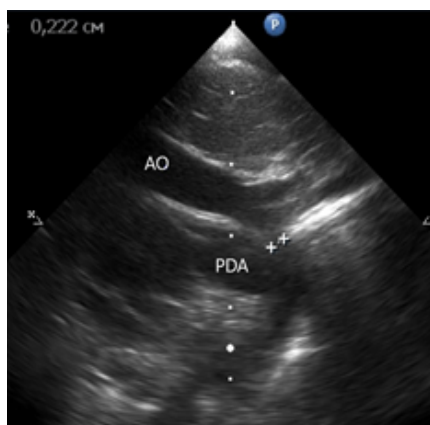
Эхокардиография. Гипоплазия дуги аорты. Предуктальная коарктация аорты. AO – аорта, PDA – открытый артериальный проток, маркером выделен участок коарктации
